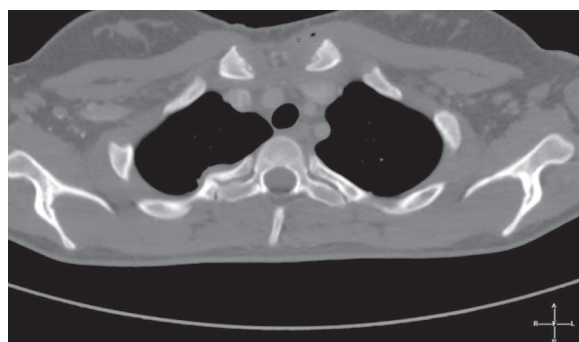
Компьютерная томограмма пациентки А., 16 лет. Изменения в головке левой ключицы
